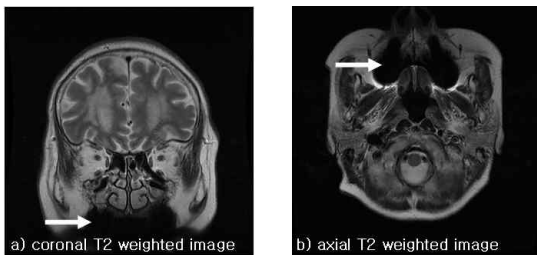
뇌 MRI를 촬영한 환자 중에서 치아에 금속성 이물질을 가진 환자
